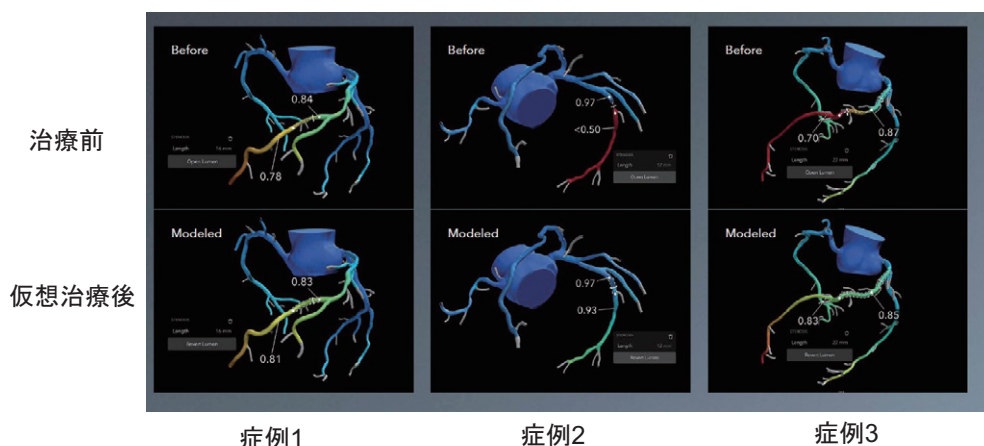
仮想冠動脈ステント留置後のFFR<sub>CT</sub>評価
